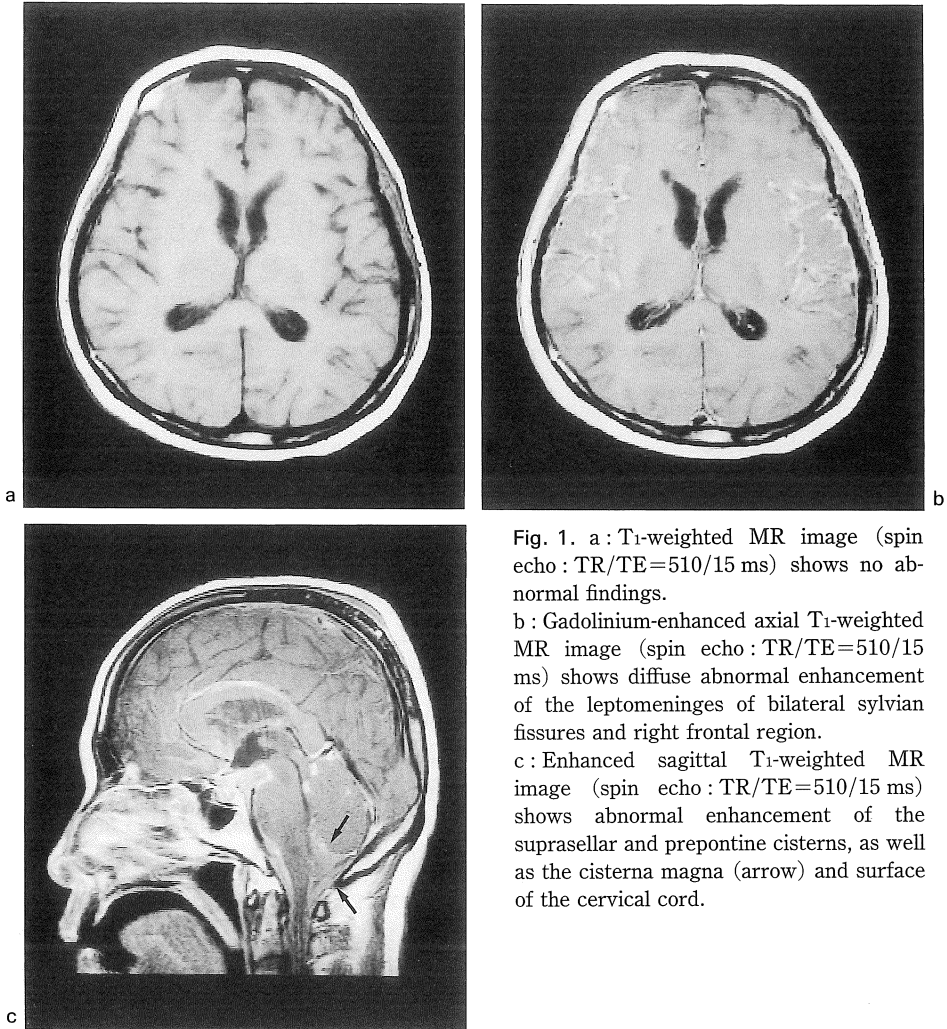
a : T₁-weighted MR image (spin echo : TR/TE=510/15 ms) shows no abnormal findings.
